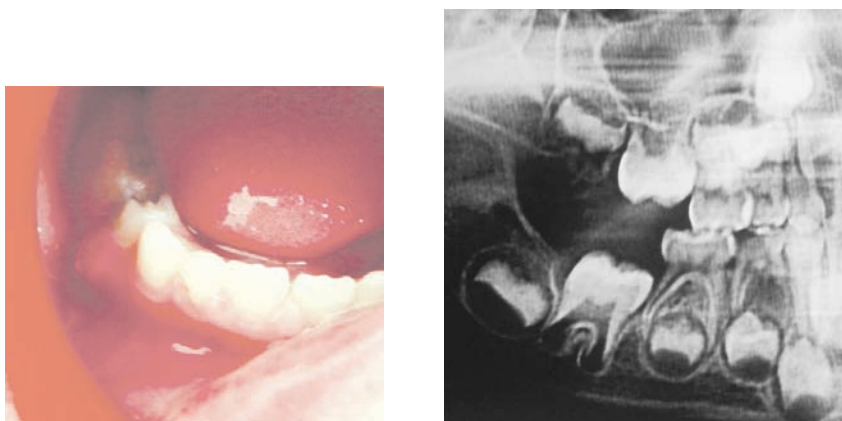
Клиническая (слева) и рентгенологическая (справа) картина хронического гранулирующего периодонтита зуба 8.4
